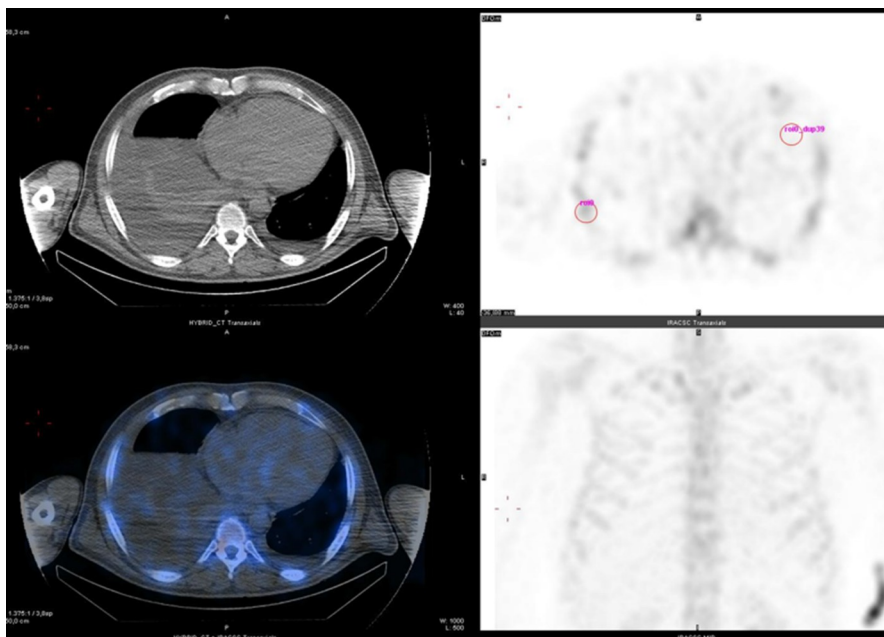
SPECT/TC Paz.7, paziente negativo (Score di Perugini = 0).
